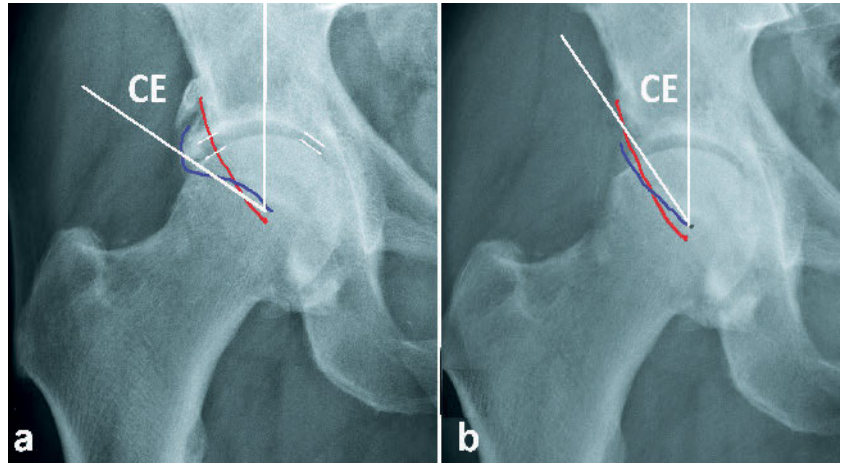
Aktiver Patient mit einem kombinierten Hüftimpingement und einer moderaten Arthrose (aus Abb. 1). Im a.p.-Röntgen (a) findet sich ein segmentaler Überhang des vorderen Erkers (blaue Linie), der lateral tiefer steht als der dorsale Erker (rote Linie). Die Überkreuzung wird als positives crossover sign bezeichnet. Der präoperative CE-Winkel ist im Rahmen des Pincers auf $> 50^\circ$ erweitert. Im a.p.-Bild ist der Offset-Verlust erkennbar. Als Zeichen des Knorpelverschleißes ist die Gelenkspaltweite medial gegenüber lateral deutlich verschmälert (weiße Striche); es besteht eine Coxarthrose Grad II nach Tönnis, bzw. Grad III nach Kellgren & Lawrence. Das postoperative Bild (b) zeigt die Umsetzung mit dem auf 35° korrigierten CE-Winkel. Auch das crossover sign ist in der a.p.-Projektion nicht mehr zu sehen.
